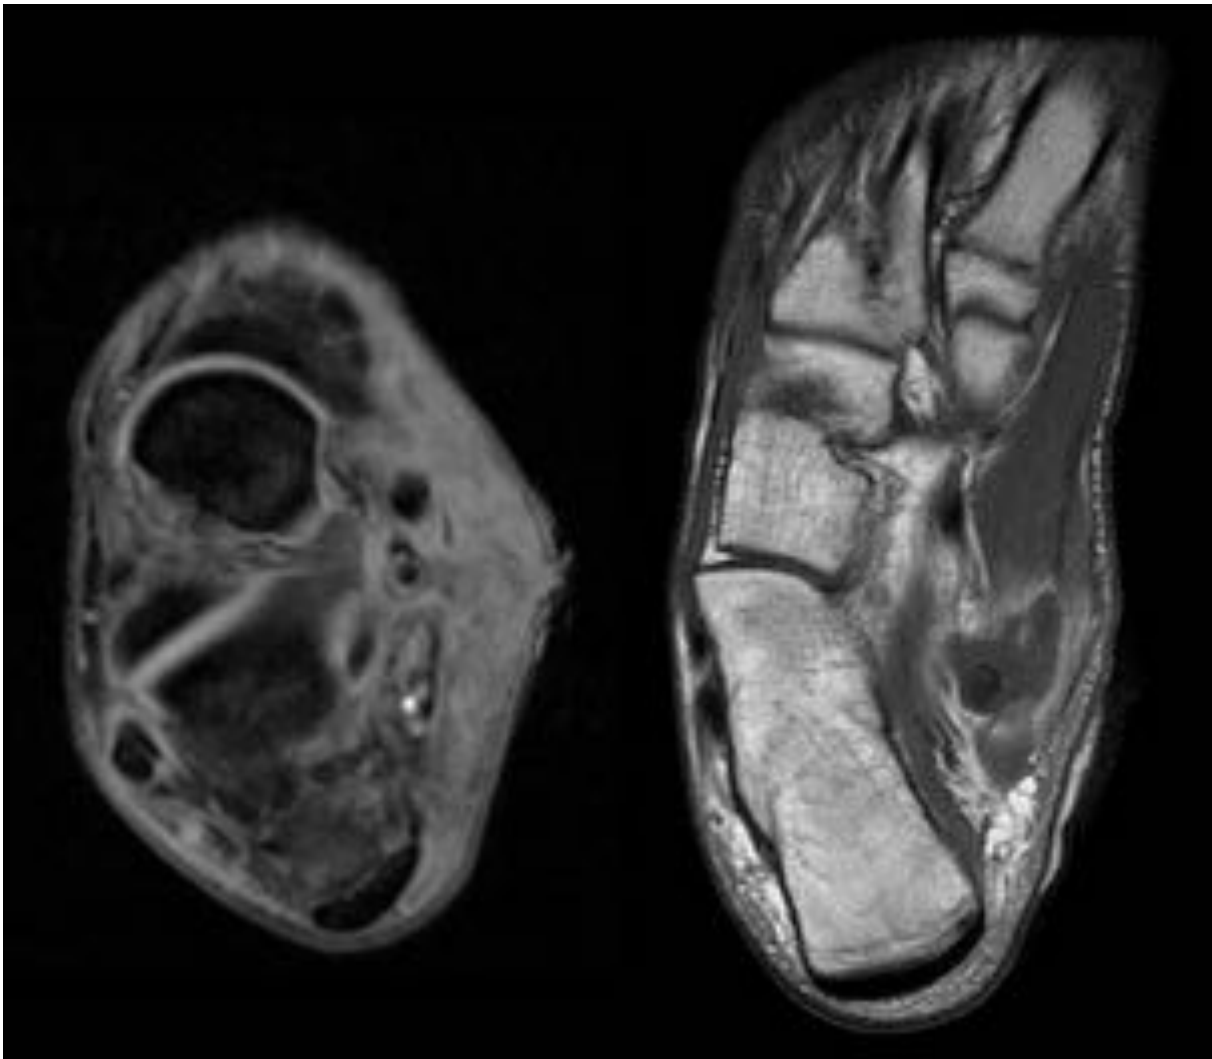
Fig. 7 . RM. a) T2 axial GRE FS b) T1 axial FS y gadolinio: Absceso secundario a cuerpo extraño en cara medial del retropie, se observan cambios inflamatorios en tejidos blandos adyacentes, con signos de piomiositis y prominente celulitis en cara medial de la articulación del tobillo con
